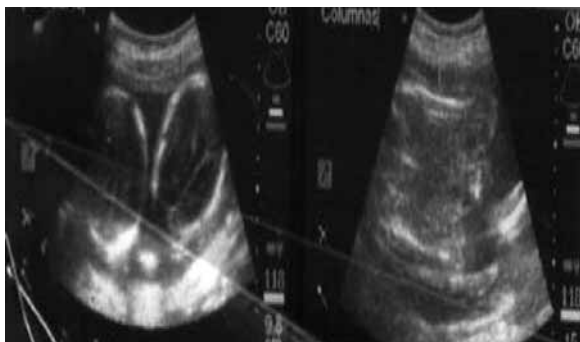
Ecografía realizada en el Hospital Jamo-Tumbes.
